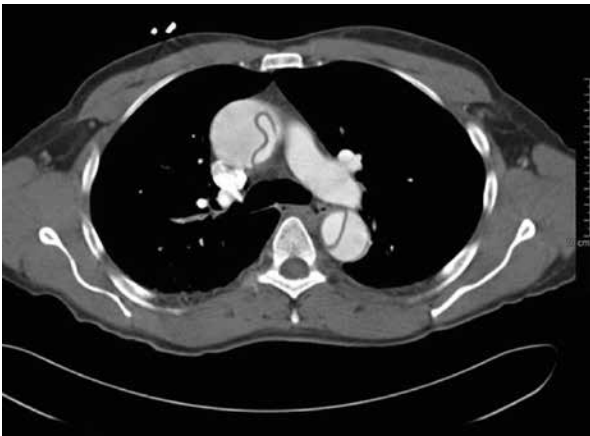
Angiotomografia da aorta torácica demonstrando flap de dissecção na aorta ascendente e descendente (tipo A de Stanford).
